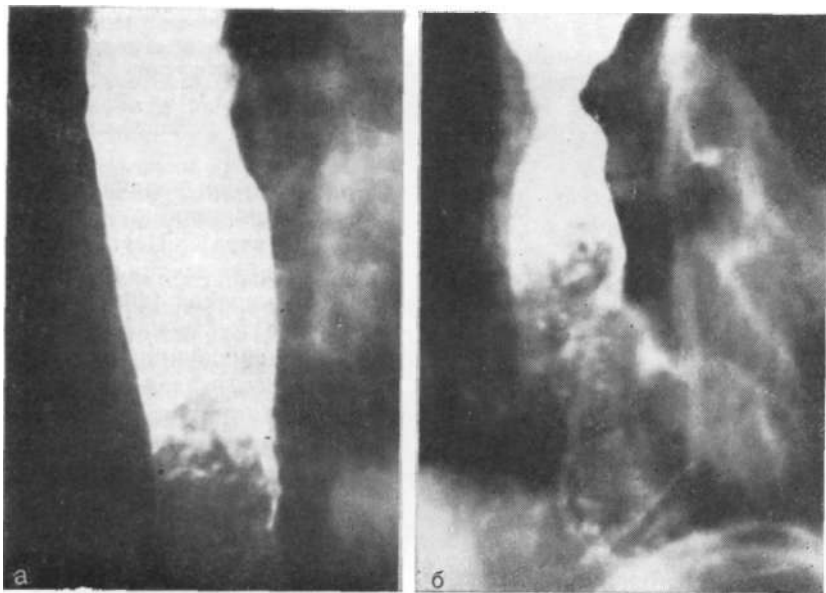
Бесоар пищевода на рентгенограммах.
